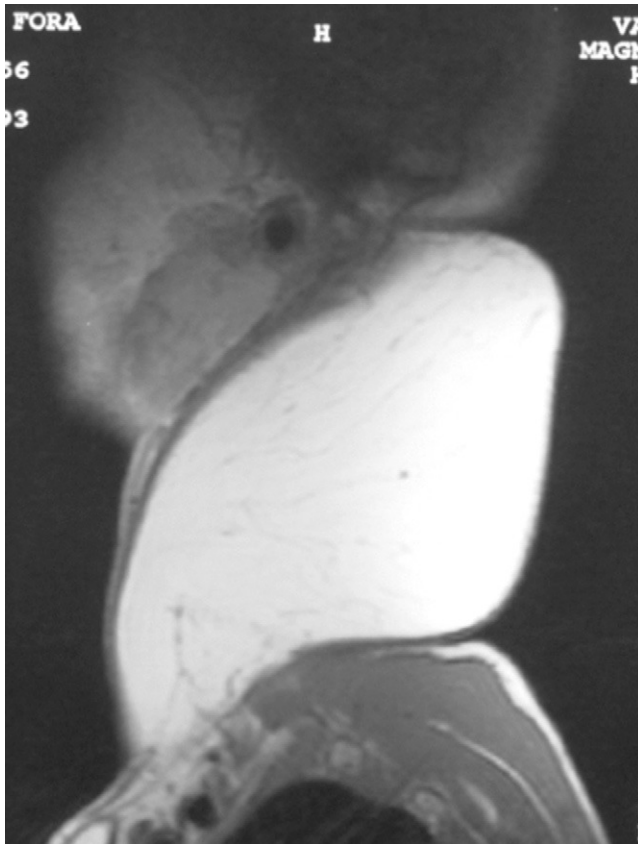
RM preoperatoria (corte sagital).
